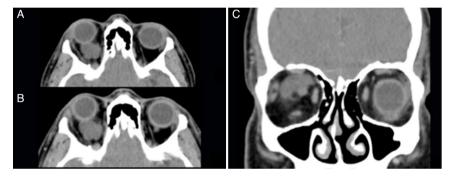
Tomografía computarizada. Vistas axiales de la tomografía computarizada con valoración en región de órbitas, ventanas para tejidos blandos. A) Fase simple lesión tumoral intraconal, lobulada, bordes bien definidos, isodensa de forma homogénea a los tejidos blandos, con efecto de volumen o efecto masa sobre la musculatura y el nervio óptico. B) Con aplicación de medio de contraste hay realce mínimo y difuso de la lesión. C) Proyección coronal de región orbitaria, ventana para tejidos blandos y con medio de contraste, la tumoración muestra mayor tamaño en sentido latero-lateral, con contacto en músculos rectos superior y lateral, rodea el borde superior del nervio óptico.
